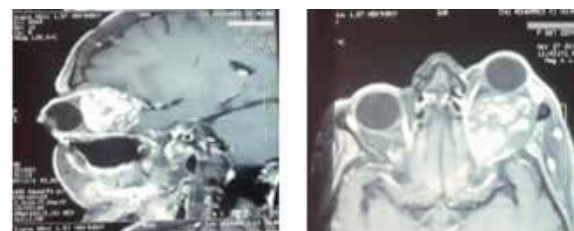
L'IRM : aspect en faveur d'un angiome caverneux comprimant le nerf optique.
